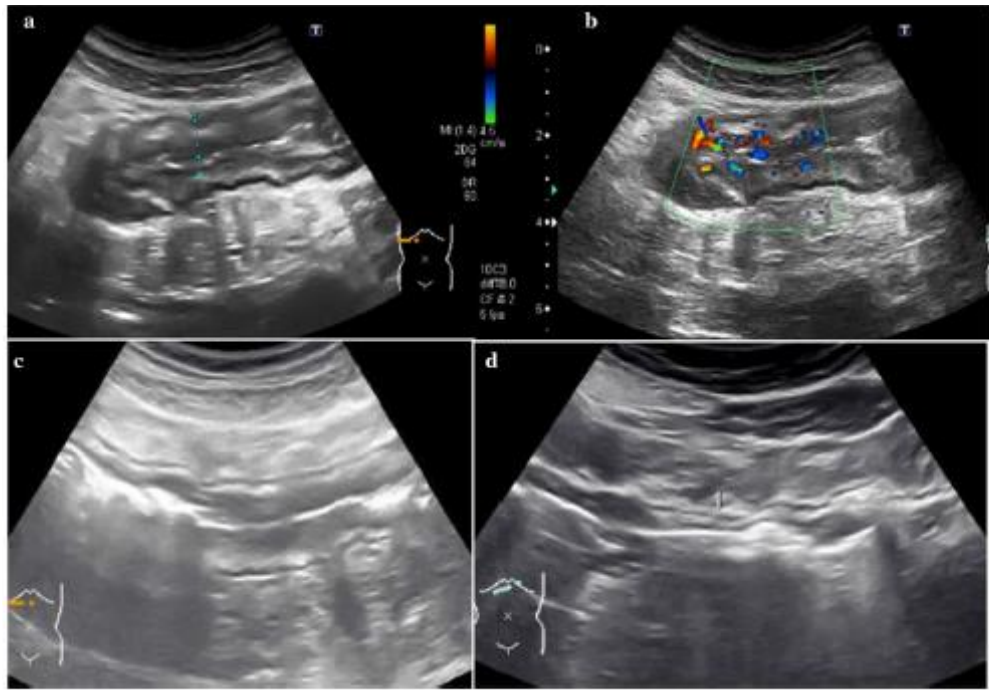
Mujer de 25 años diagnosticada recientemente de enfermedad de Crohn. a Imagen longitudinal del colon transverso con marcado engrosamiento de la pared. b Ecografía Doppler color que muestra hiperemia grado 2. c En la visita de las 12 semanas, se puede observar una ligera reducción del grosor de la pared y menos extensión de la enfermedad. d Ecografía al año que muestra el colon transverso con espesor de pared <3 mm
